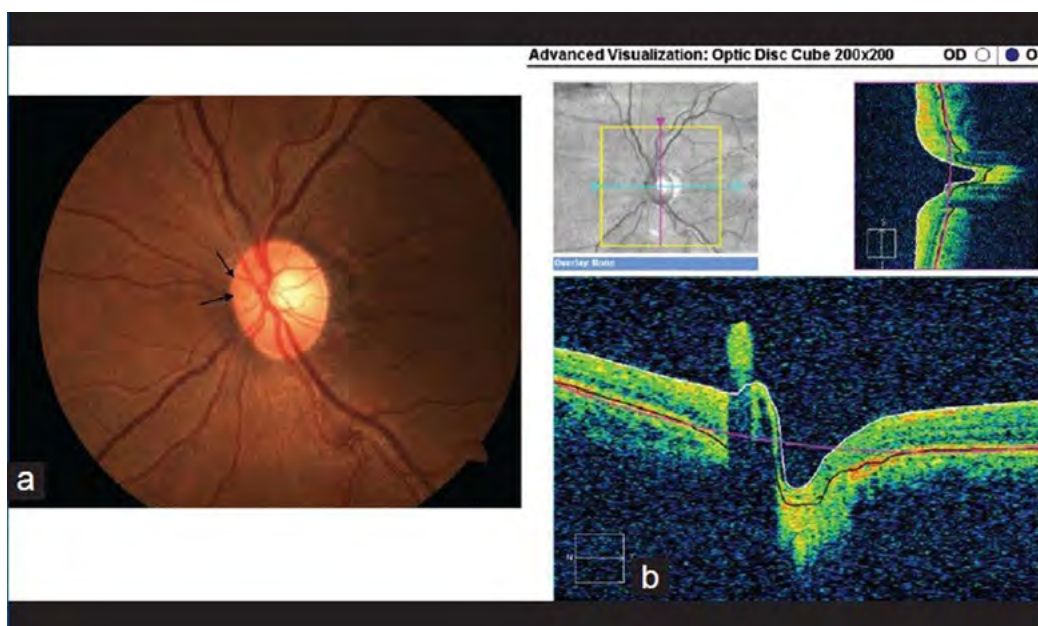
Снимок глазного дна с небольшим повреждением диска зрительного нерва в левом глазу (а), который был подтвержден с помощью оптической когерентной томографии (б)
